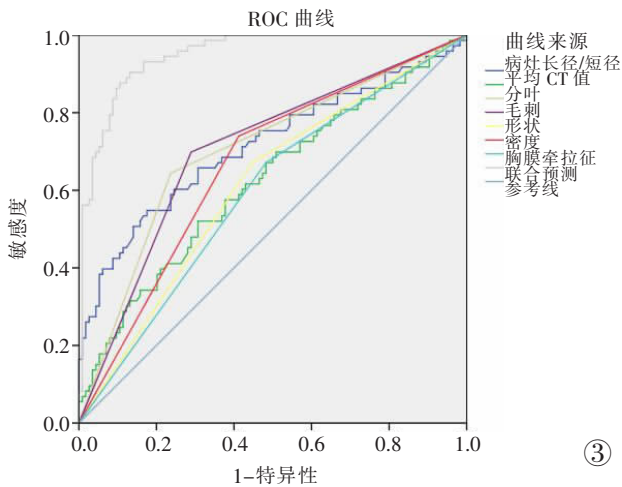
CT 形态学参数诊断病灶的 ROC 曲线。
